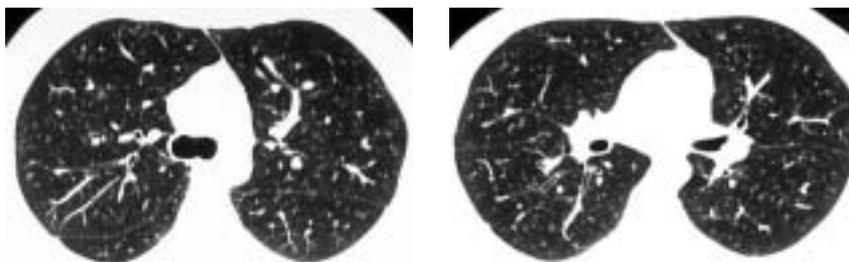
Фрагменты КТ органов грудной клетки пациента при поступлении в клинику.
